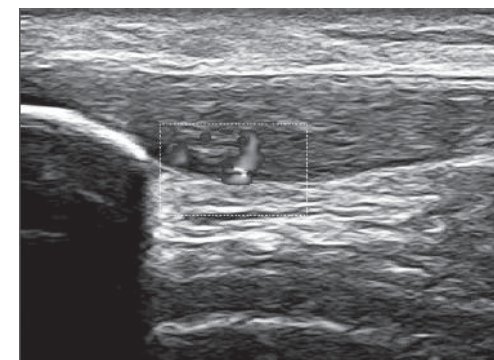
Tendinosis rotuliana grado III, con aumento del grosor del tendón ("barriga tendinosa") e importante vascularización intratendinosa, como muestra el Doppler, que logra penetrar hasta la mitad del espesor tendinoso.
